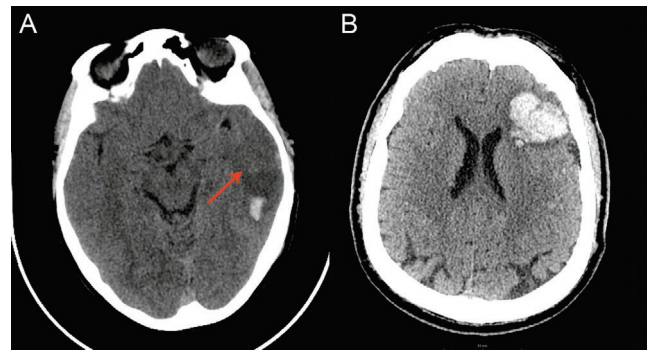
TDM cérébrales en coupes axiales sans injection de produit de contraste. (A) Infarctus veineux et (B) accident hémorragique dus à une thrombose veineuse cérébrale.
